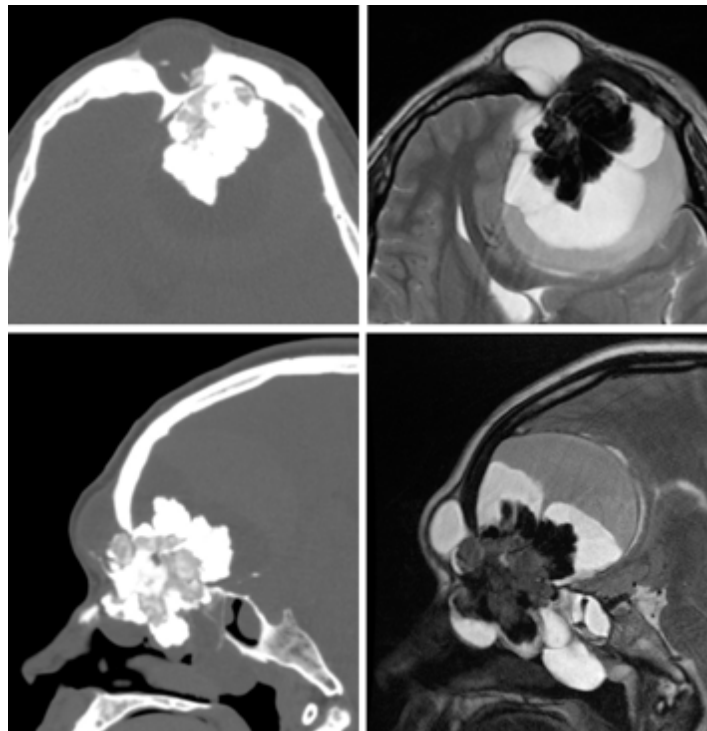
Наблюдение №2. СКТ (слева) и МРТ (справа) пациента с сочетанной патологией ПЧЯ. Видно, что объемное образование содержит костный, мягкотканый и жидкостной компоненты. Обращает внимание выраженное интракраниальное распространение новообразования
